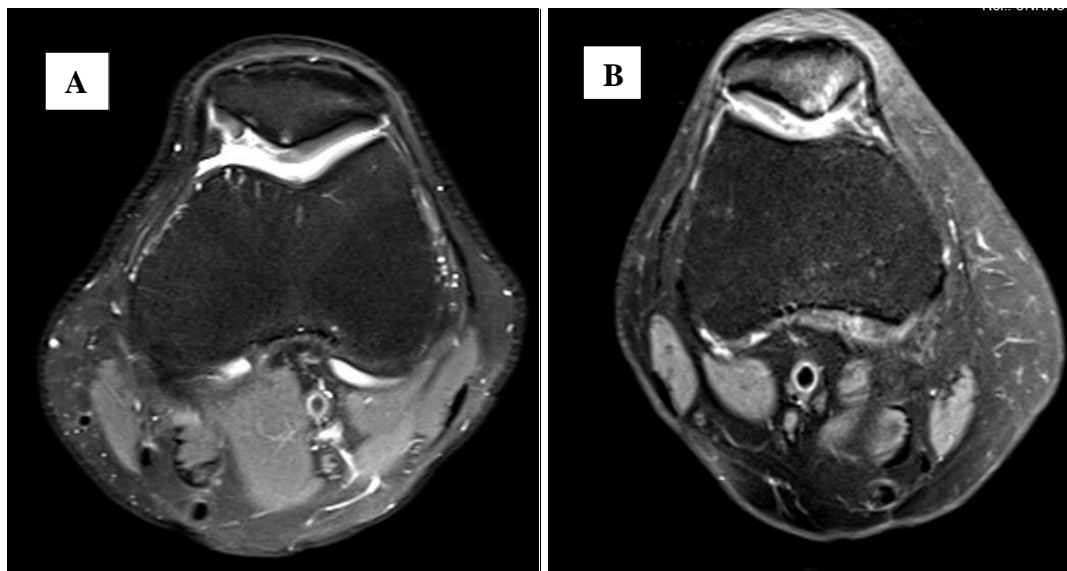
Imagens A e B – Grau IV – Afilamento e erosões condrais profundas, com focos de edema do osso condral; Fonte: Banco de Dados de uma RM de alto campo da Clínica Campimagem.
